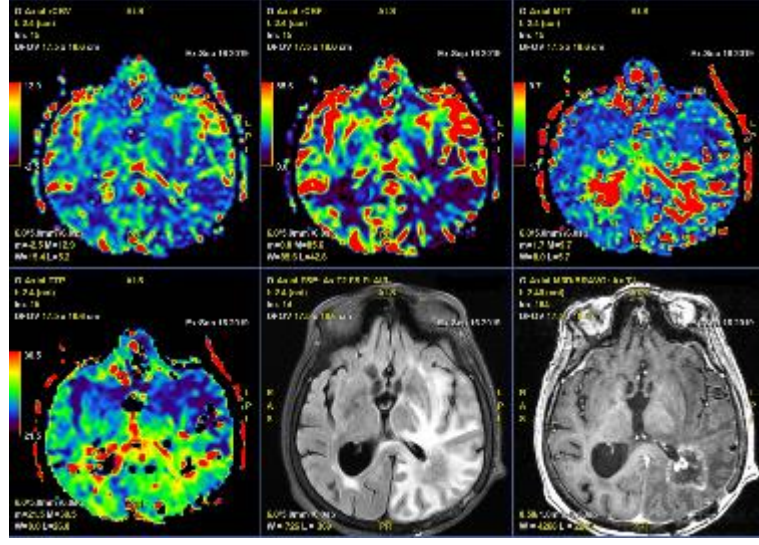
Farklı Olgularda FLAIR Ve Kontrastlı T1 Sekansları Yardımıyla T1 Perfüzyon Parametrik Haritalandırma
